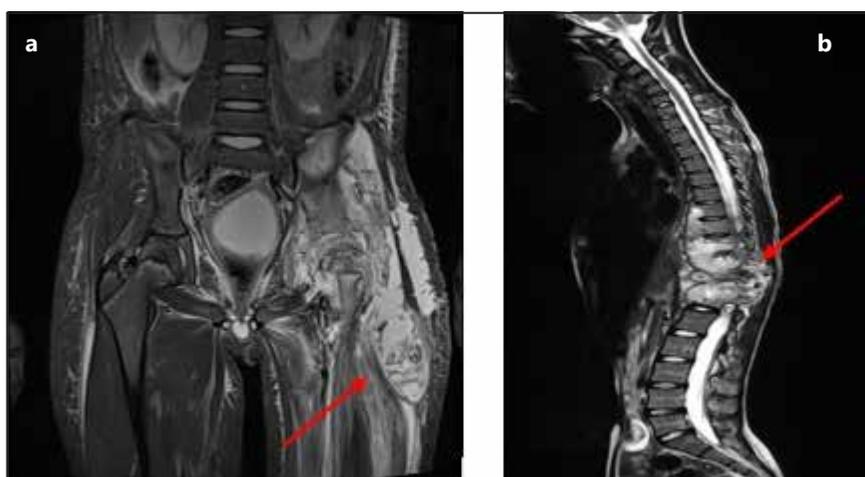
a. Resonancia Magnética de Pelvis en corte coronal. Obsérvese extenso derrame articular coxofemoral izquierdo, realce sinovial y colecciones periarticulares, con destrucción de cartílago trirradiado. b. Resonancia Magnética de columna en corte axial Obsérvese masa de aspecto neoproliferativo comprometiendo los cuerpos y discos vertebrales y espacio prevertebral de T7 a T12
